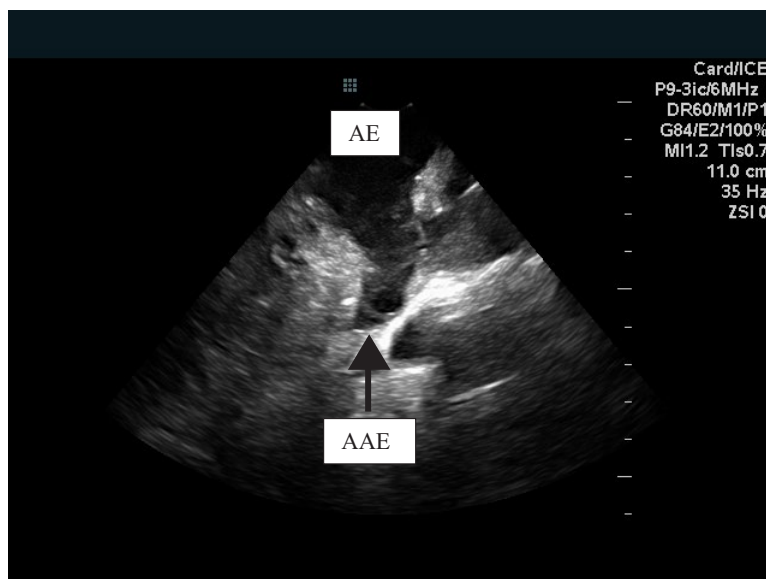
AAE visualizado com sonda do ecocardiograma intracardíaco na posição de “home view” que é posicionado na face esquerda do septo interatrial (AE). AAE: apêndice atrial esquerdo; AE: átrio esquerdo.
